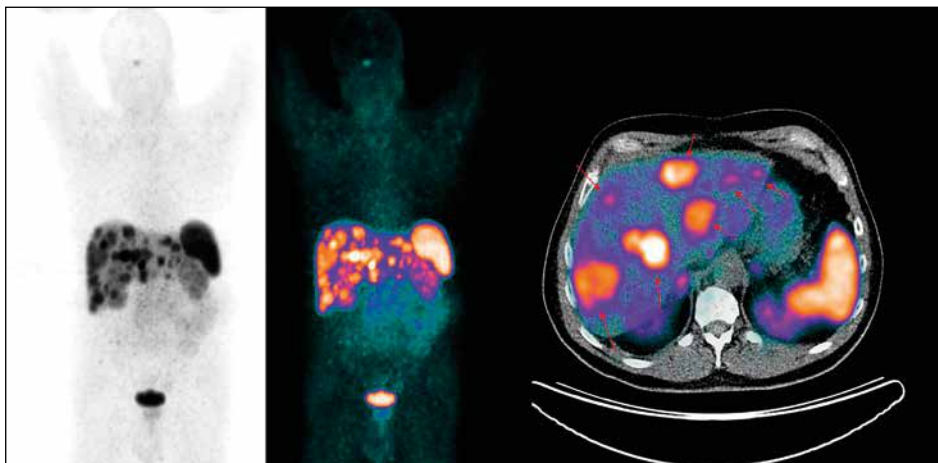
Eine SSTR-PET/CT-Untersuchung. Die Lebermetastasen sind auf verschiedenen Bildtypen dargestellt:
